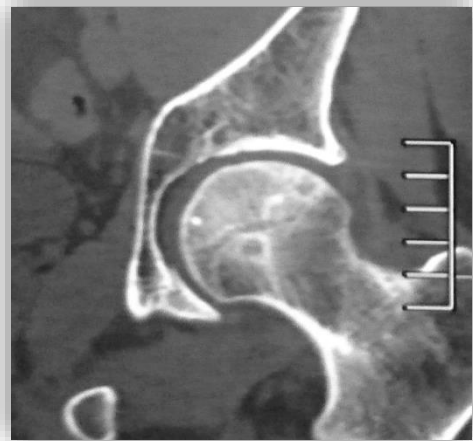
Пациент П-ич, 42г. А- рентгенограмма левого тазобедренного сустава до операции в прямой проекции, Б- КТ- исследование тазобедренного сустава.
